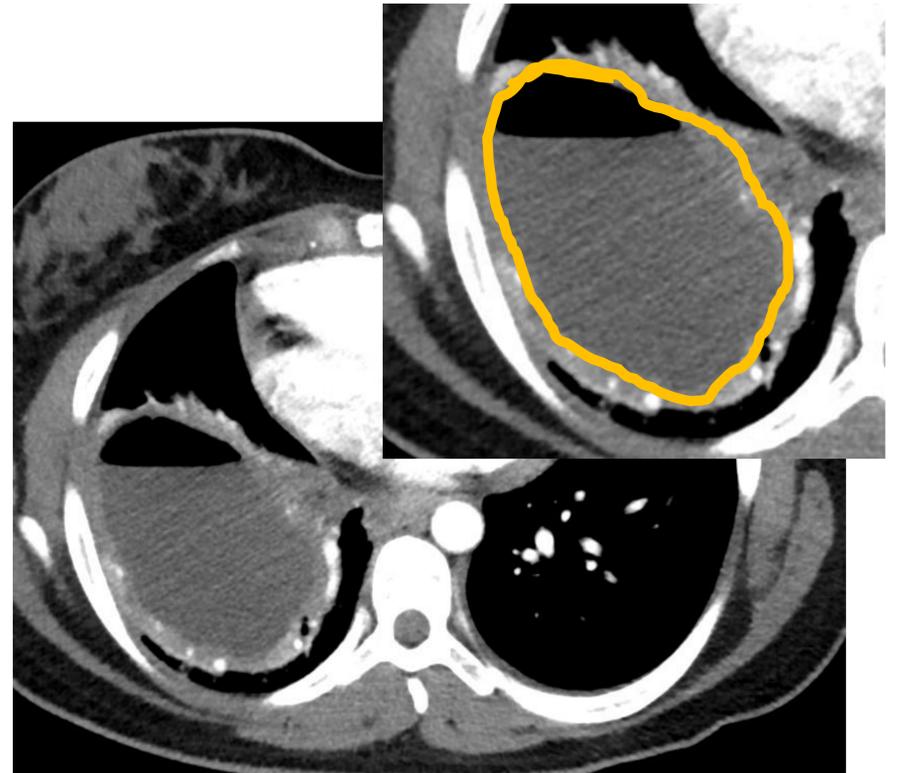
(TC tórax con civ) paredes más gruesas e irregulares.
